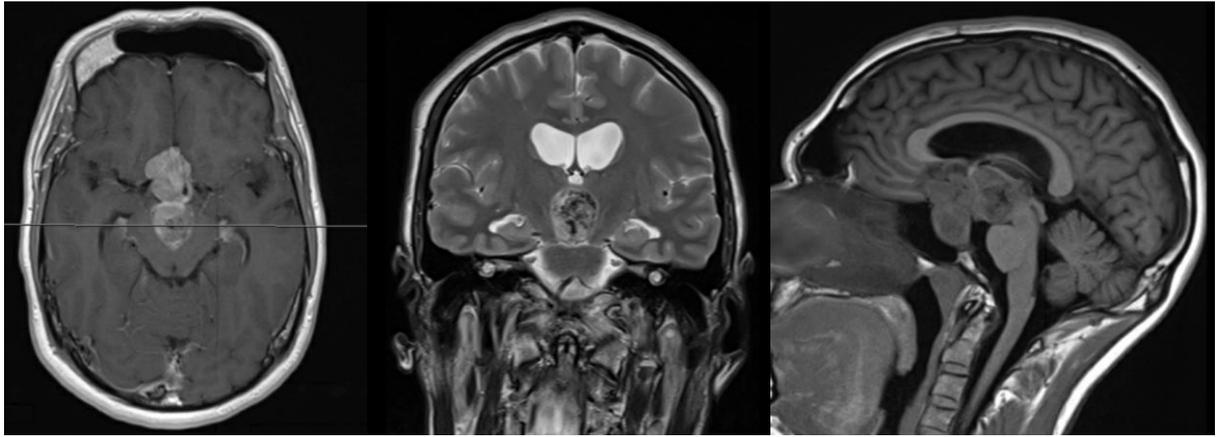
Craneofaringioma. RM secuencia T1 con contraste, corte axial (izda), coronal (centro) y sagital (dcha.).
